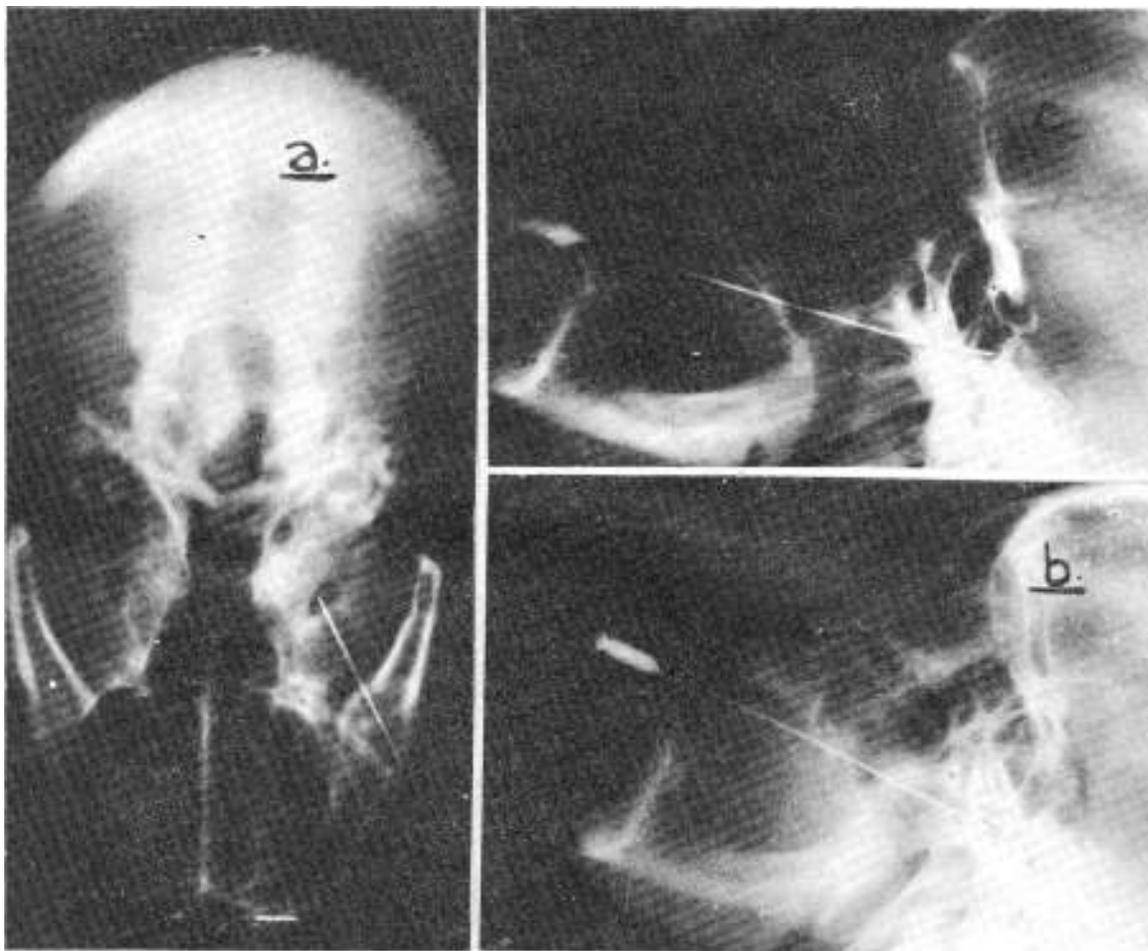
a) Radiografía sub-mento-cefálica (Hirsch): el extremo de la aguja está colocada en el centro del agujero oval. b) Radiografía lateral. El extremo de la aguja se aproxima al agujero oval. c) Radiografía lateral. El extremo de la aguja ha franqueado el agujero oval y está en el centro del ganglio de Gasser.
